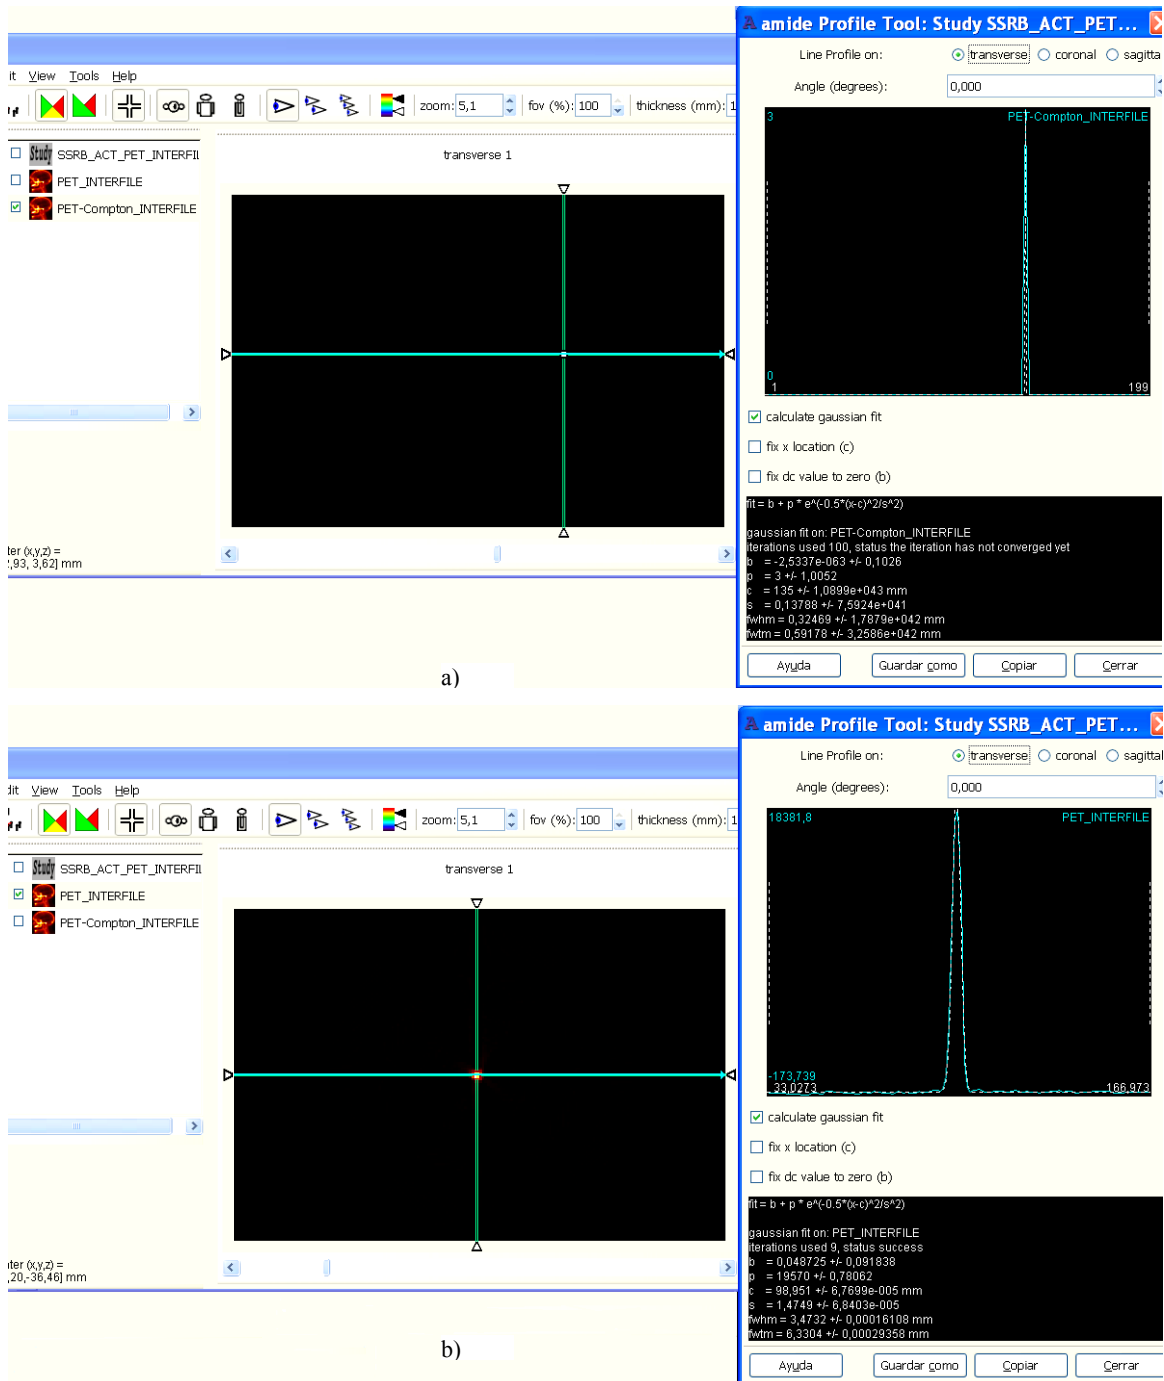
Pantalla del programa de análisis de coincidencias PET-Compton con los resultados de la medición de eventos PET-Compton de una fuente puntual de  $^{22}\text{Na}$ .
